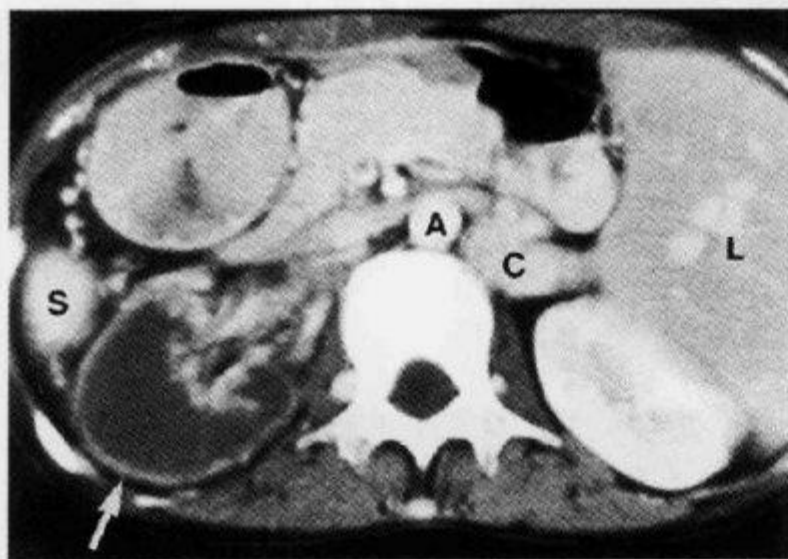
增强 CT 示“皮质缘征”(一)
